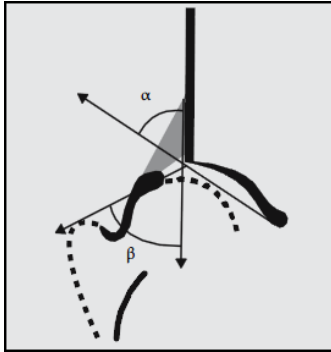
α - und β -Winkel im Sonogramm (Graf et al., 2006, S. 95)
